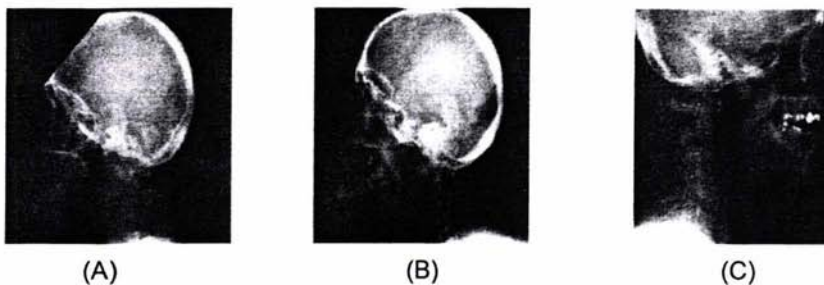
12B, 12C Radiografías de pacientes con IAA
